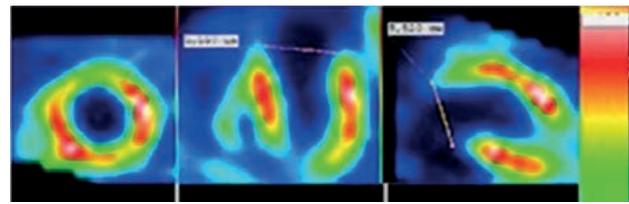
Томосцинтиграмма миокарда до операции
